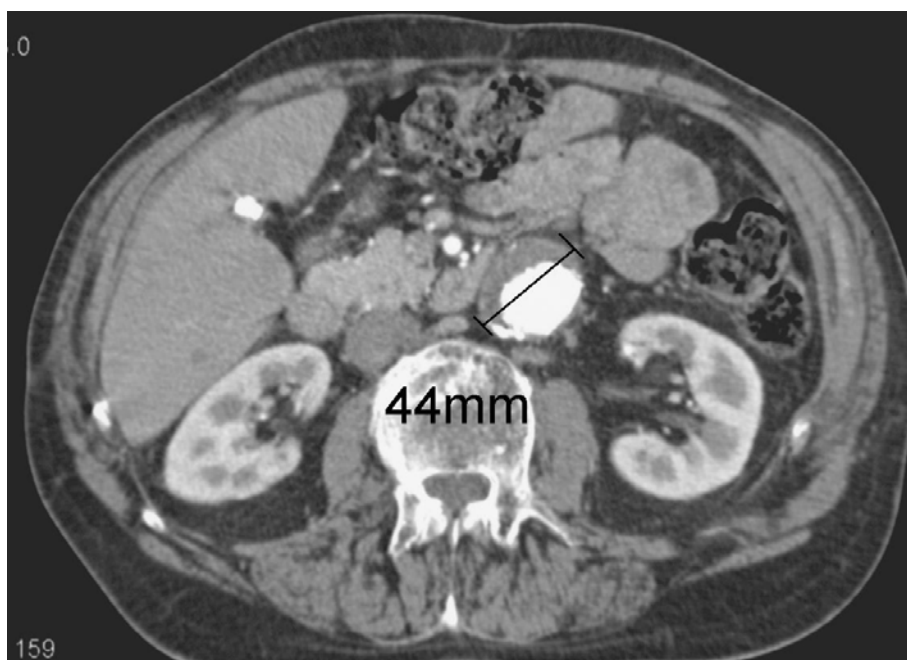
b: postoperatives kontrastmittelverstärktes CT vom 27.05.2003
